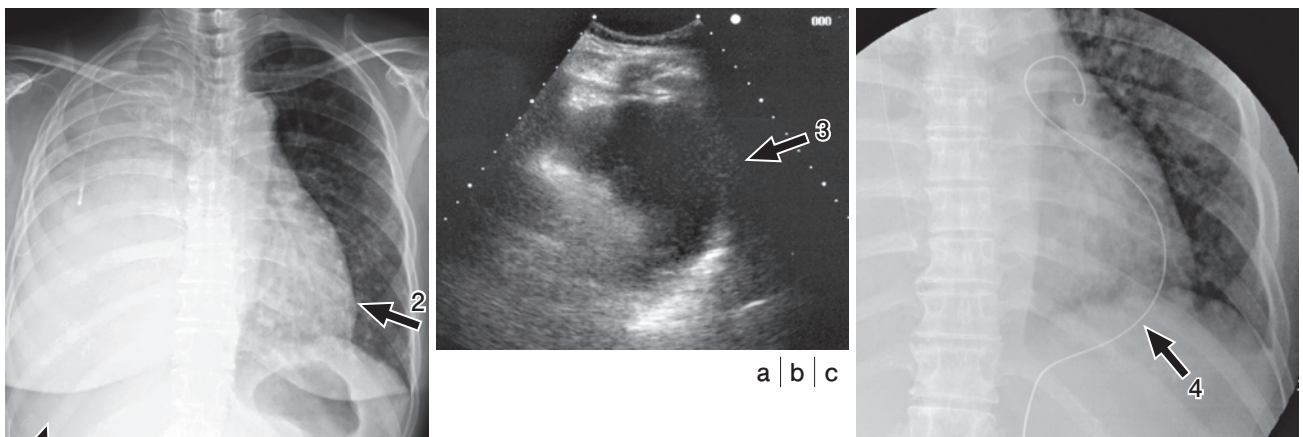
超音波ガイド経皮的心嚢ドレナージ；心窩部アプローチ(肺癌化学療法症例，右癌性胸膜炎，心嚢液貯留)
